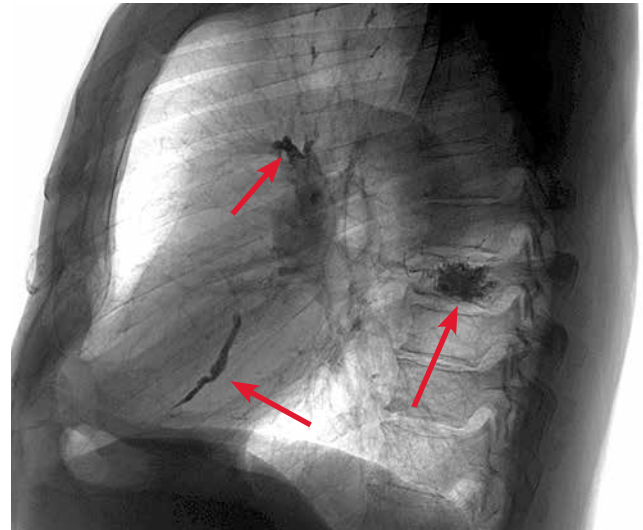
Рентгенограмма. В проекции сердца визуализируется тень цементного эмбола, эмболия легочных артерий более мелкими отломками цемента, первичный «очаг» эмболии — грудной позвонок
